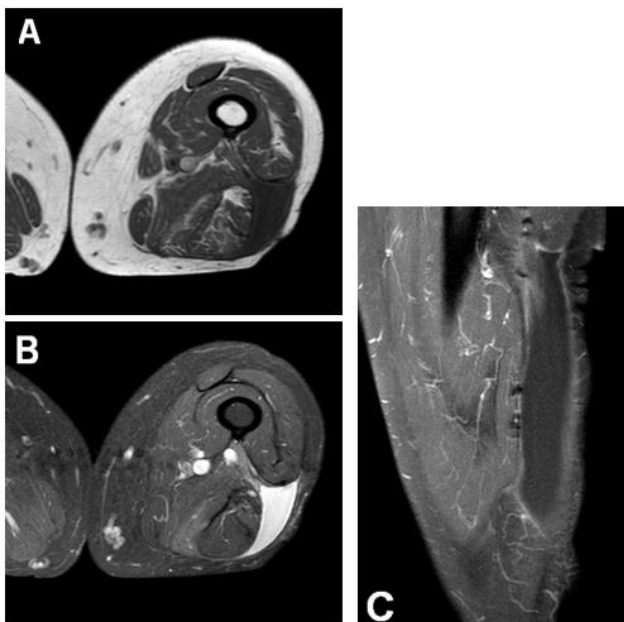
Résultats des IRM.
